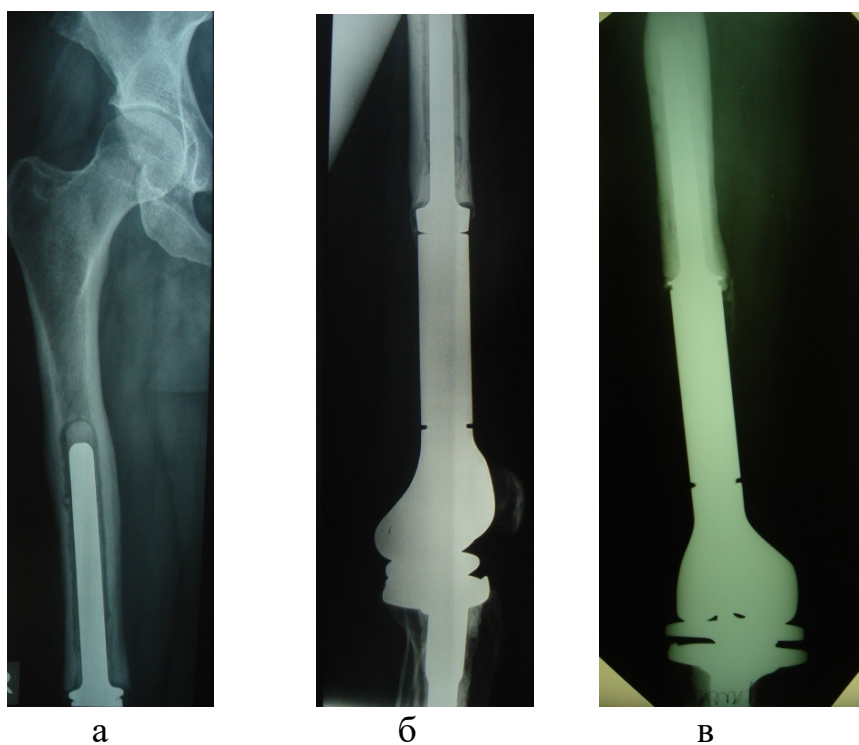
(а,б,в) Фотовідбитки рентгенограми правого стегна хворої Г. а,б) - стан після ендопротезування колінного суглоба, асептичне розхитування стегнової ніжки модульного ендопротеза; в) - стан після реендопротезування.
